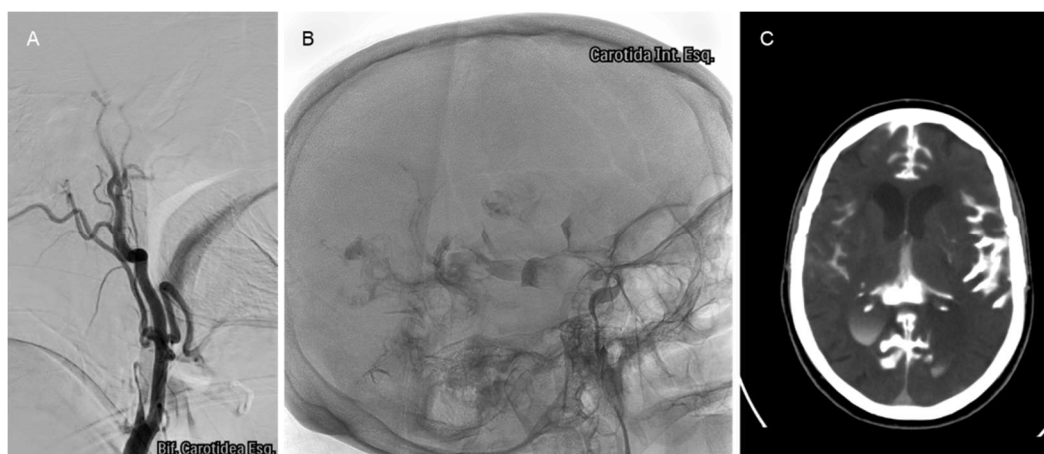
A. Angiografia com oclusão da ACI esquerda bulbar. B. Angiografia com hemorragia e rotura da ACI intracraniana. C. TC-CE com hemorragia subaracnoideia e intraventricular.
